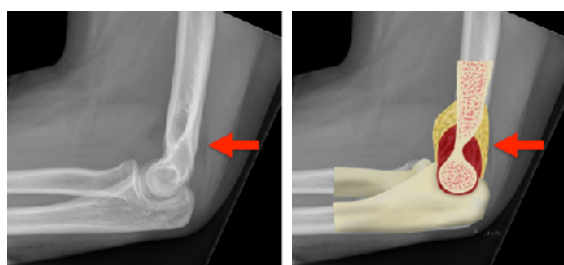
Signos de la Vela. A la izquierda se observa una Radiografía de codo sin fractura evidente, pero con signo de la Vela posterior. A la derecha, una representación del significado del signo descrito
